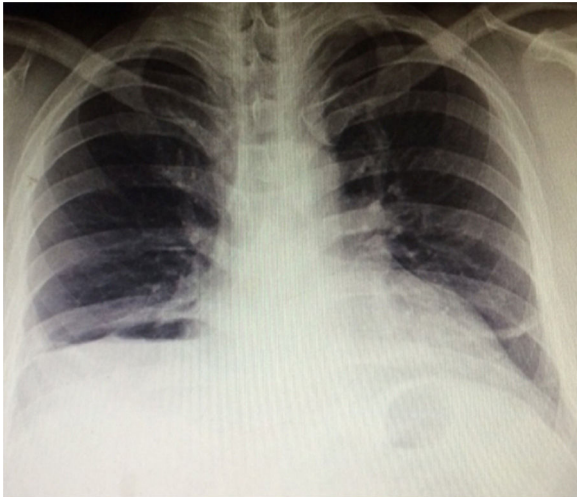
Telerradiografía de tórax postoperatoria.
